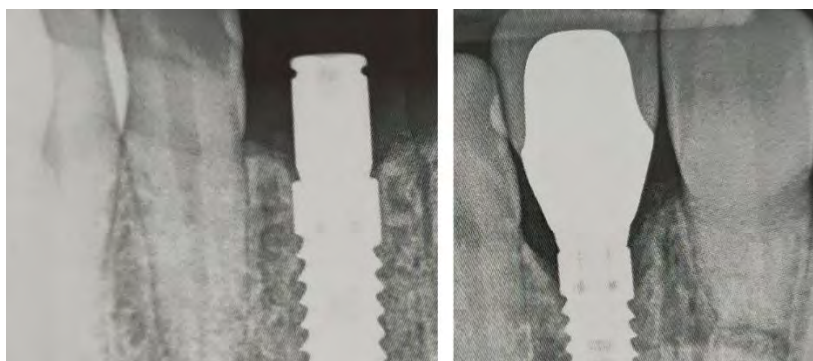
Radiographies d'implants avec et sans perte osseuse péri implantaire.
